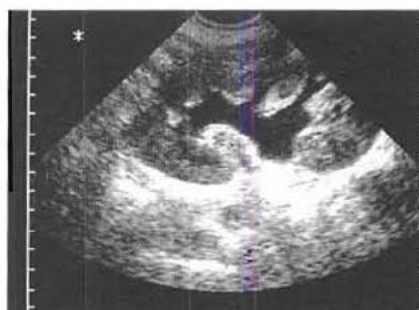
Échographie montrant une dilatation des cavités pyélocalicielles secondaires à un obstacle.
